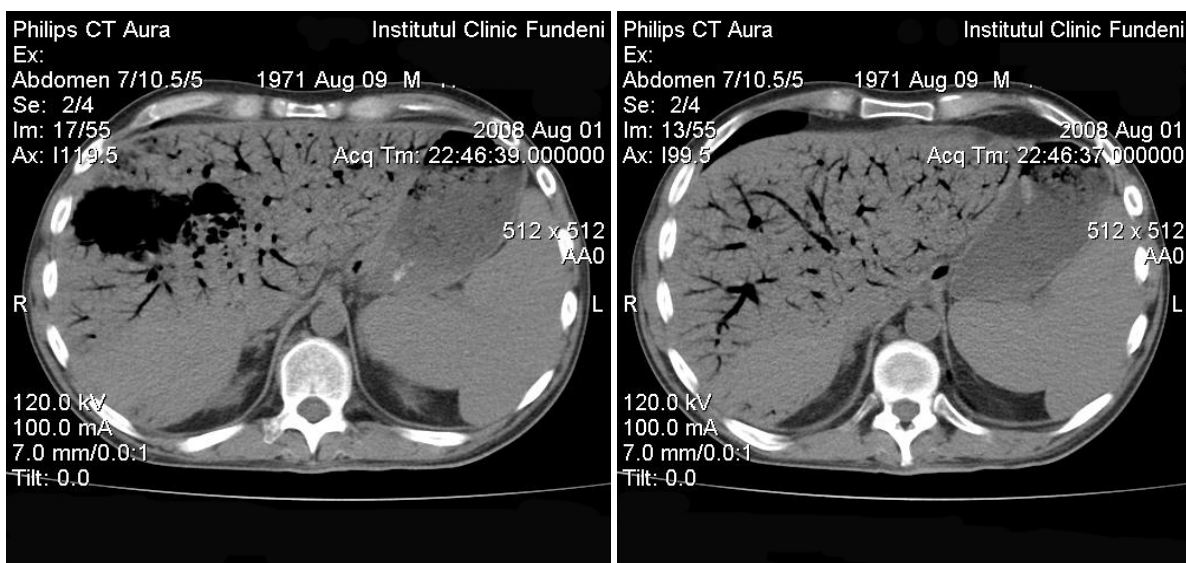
CT Abces hepatic si soc septic hepatic la un pacient imunosupresat
